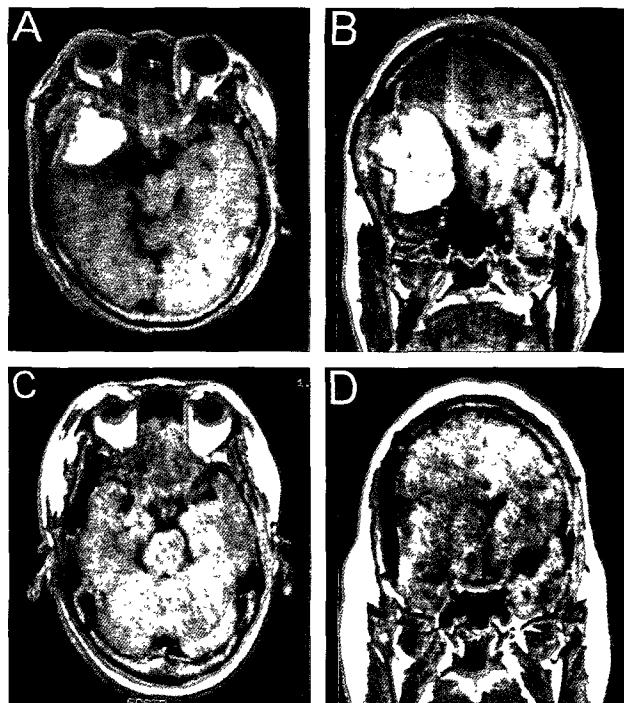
A and B, Preoperative MRI demonstrating large meningioma abutting clinoid. C and D, Postoperative MRI at 32hours revealing total removal of tumor.
